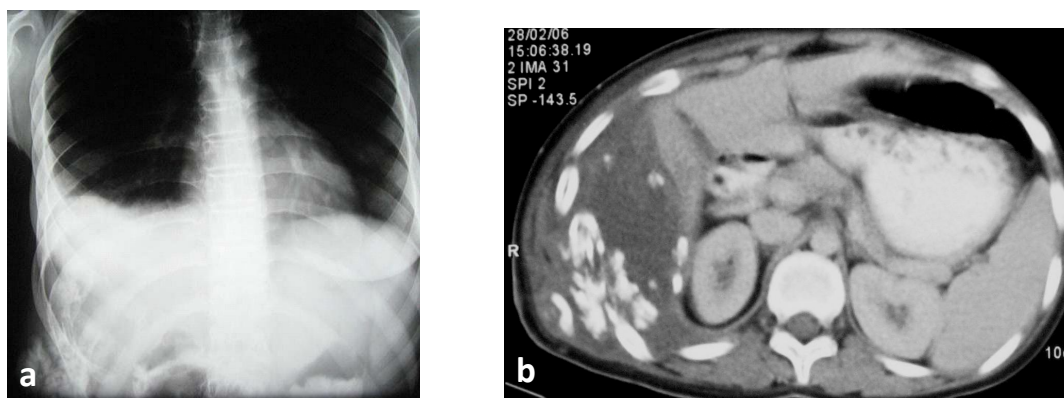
Radiographie thoracique (a) et coupe axiale scannographique (b) objectivant une lésion de la paroi thoracique droite, comportant des calcifications en mottes associée à une pleurésie homolatérale et une lyse costale.
